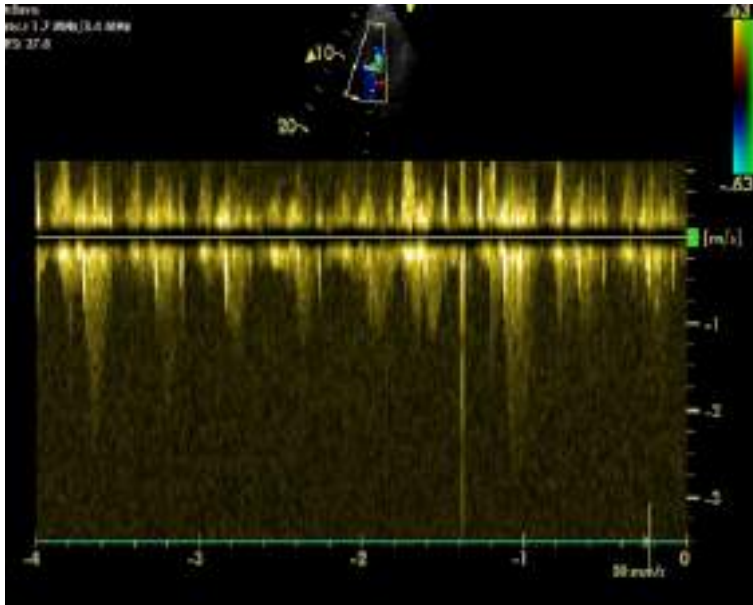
Doppler continuo a nivel del tracto de salida del ventrículo izquierdo (gradiente dinámico).
